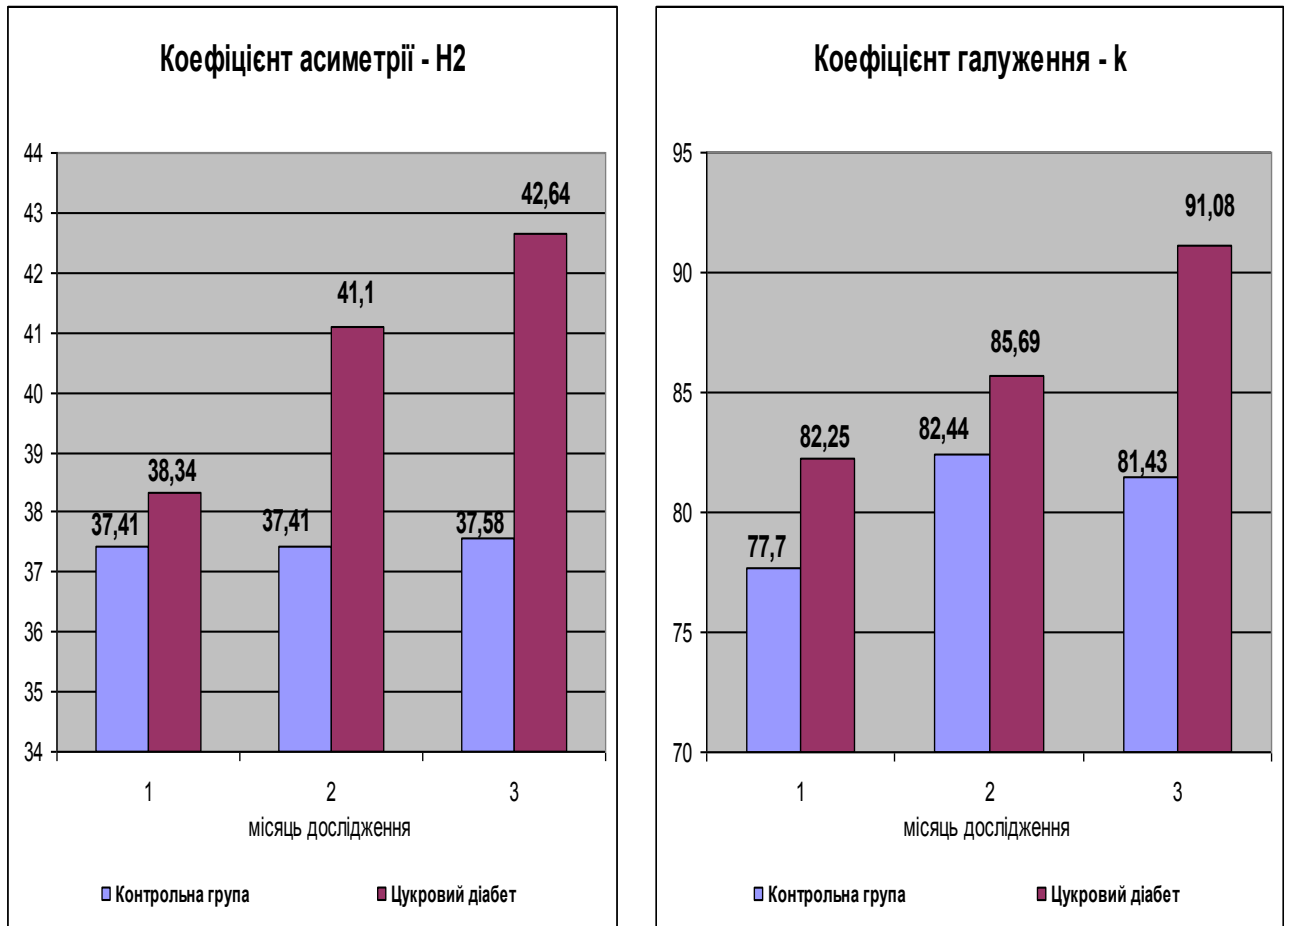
Морфометрична характеристика кінцевих гілок щелепних артерій щура в нормі і при моделюванні стрептозотоциніндукованого цукрового діабету за результатами контрастної рентген ангіографії.
